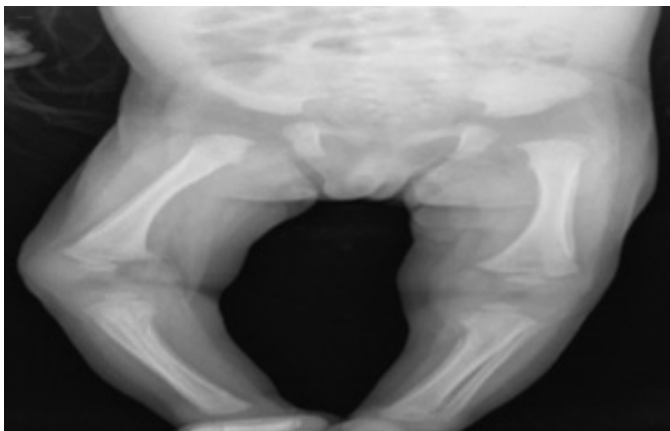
Radiografia em ântero-posterior dos membros inferiores com reação periosteal bilateral no fêmur, tibia e fibula, bem como metafisite e lesões líticas em metafíse proximal de tibia (sinal de Wimberg).
